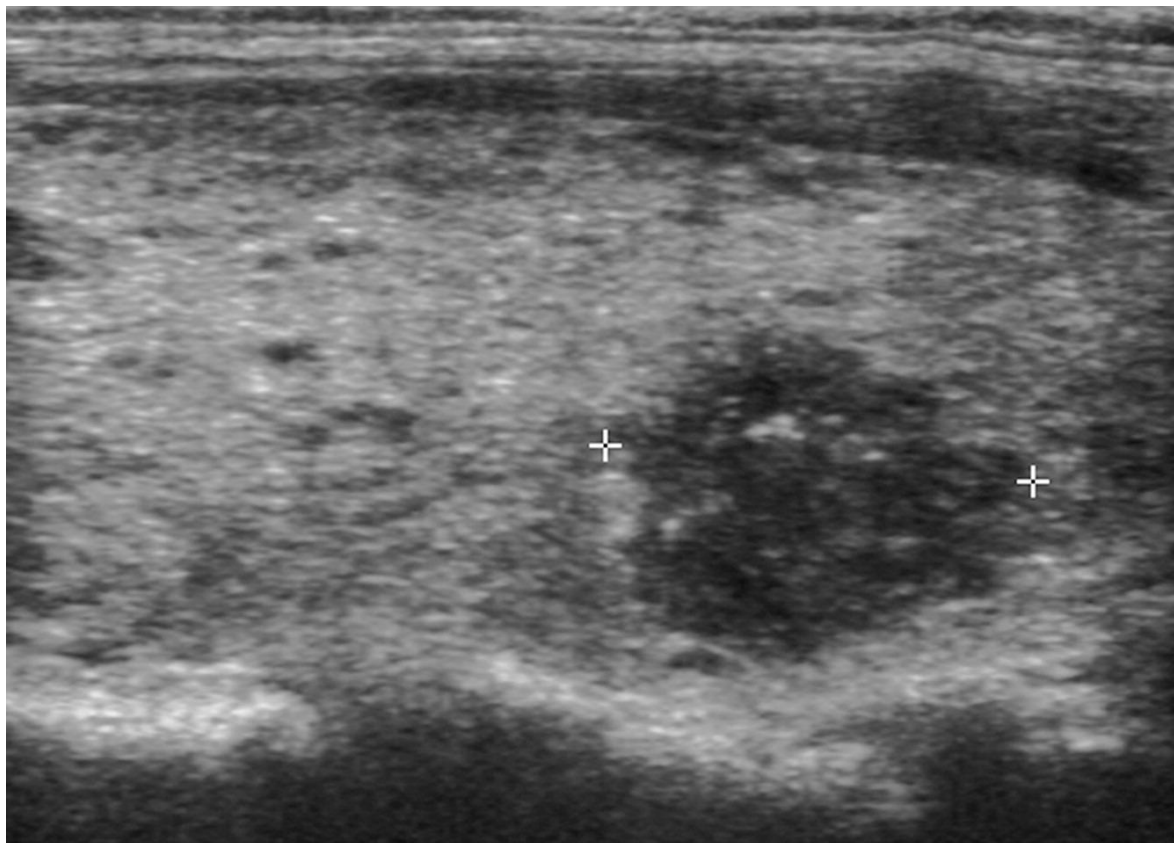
Ecografía sagital de un carcinoma de 1,2 cm con un margen irregular (espiculado) en una mujer de 39 años. Además de 2 puntos por su margen irregular, al nódulo se le asignaron 2 puntos por composición sólida, 3 puntos por ecogenicidad muy baja y 3 puntos por focos ecogénicos puntiformes, para un total de 10 puntos (TR5). (31)
